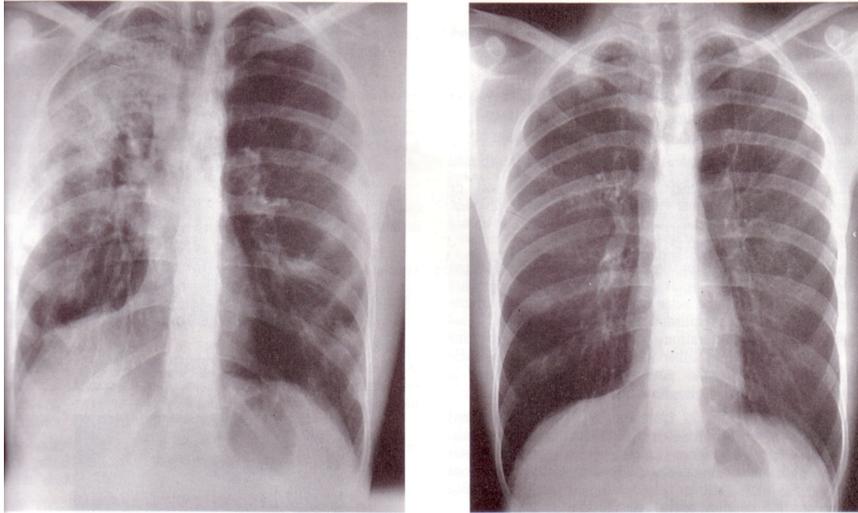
Radiographie pulmonaire au moment du diagnostic et 3 semaines après.
